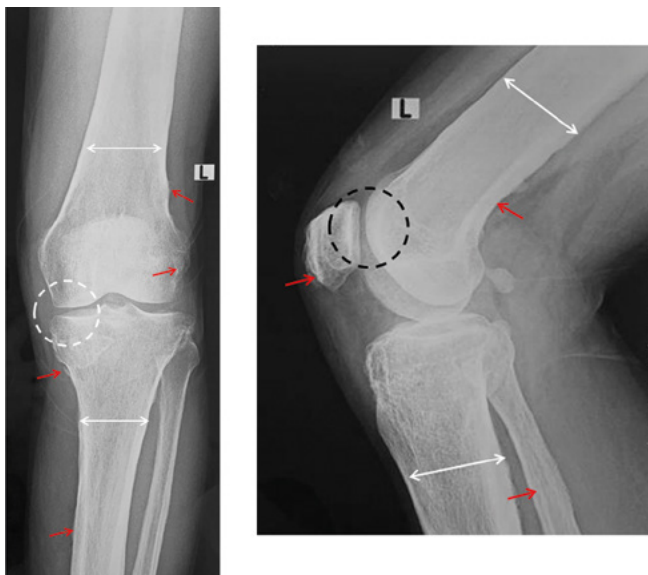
Рентгенограммы коленного сустава в прямой и боковой проекциях пациента 1. Нарушение тубуляции (расширение метафизов) бедренной и большеберцовой костей (белые стрелки); гиперостозы трубчатых костей (красные стрелки); сужение суставной щели в медиальном отделе коленного сустава (белая прерывистая линия), остеофиты и сужение рентгеновской суставной щели феморопателлярного сустава (черная прерывистая линия)
